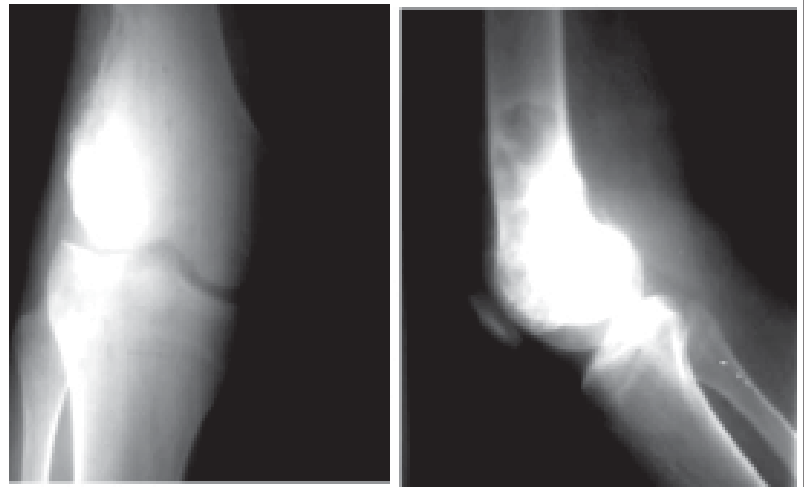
Radiografía AP y Lateral de tercio distal de fémur izquierdo que muestra lesión bastante destructiva de hueso medular y cortical. La lesión se caracteriza por una zona expandida de radiolucencia que se localiza excéntricamente en el extremo del fémur izquierdo. Actividad tumoral y destrucción ósea. Se produce compromiso de la cortical. Diagnóstico inicial. Clasificación de Campanacci II. Enero de 2002.
